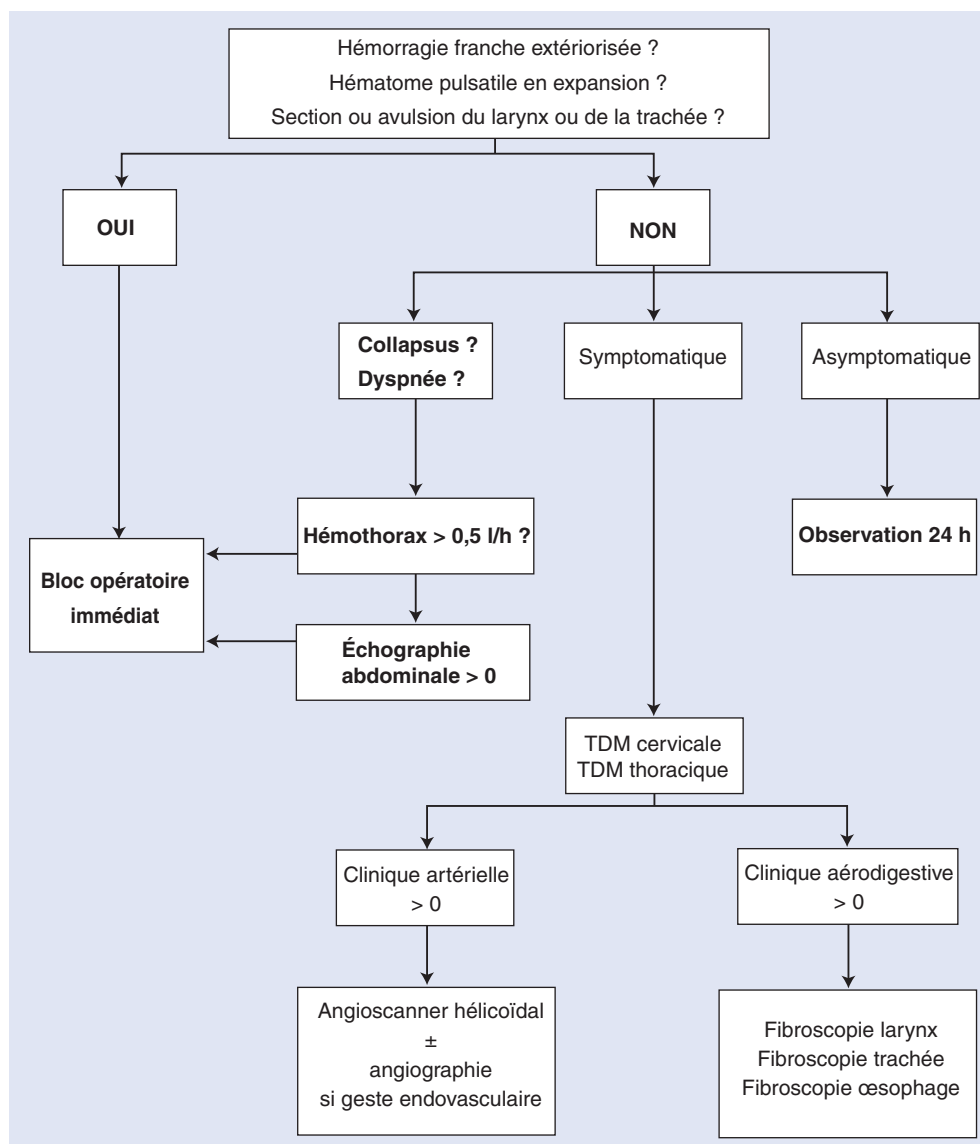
Arbre décisionnel. Conduite du diagnostic lésionnel. TDM : tomodensitométrie.
